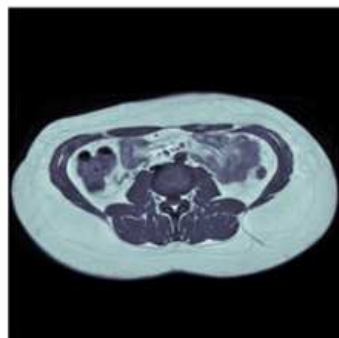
RM Basal [Fuente propia]
